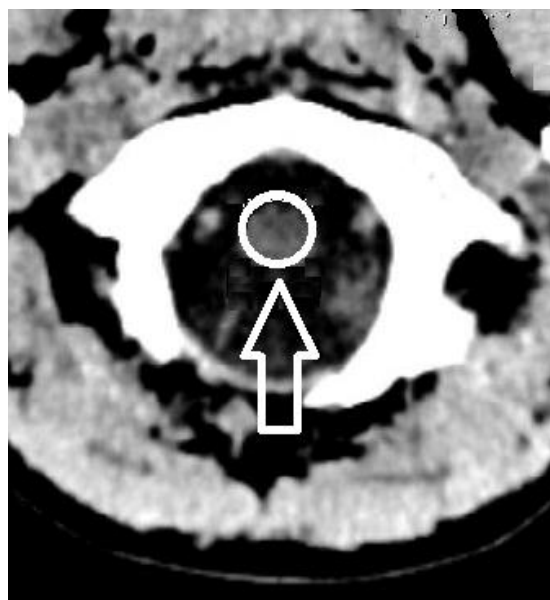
Компьютерная томография пациента Е-ов И/Б №1431-2015. Измерение плотности вещества головного мозга на уровне большого затылочного отверстия.
